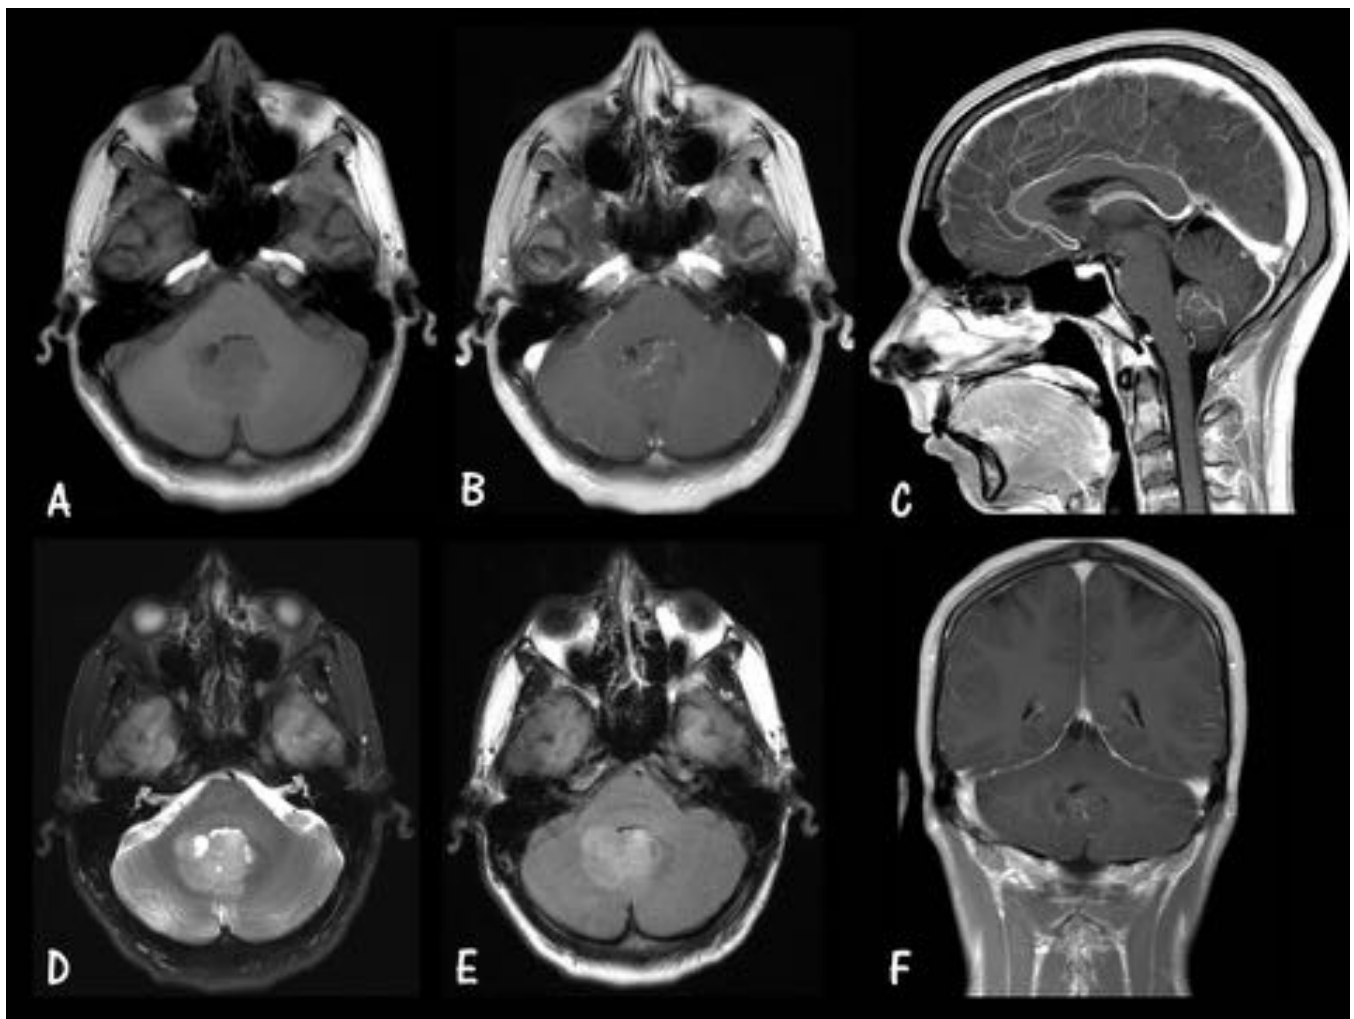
MB Subgrupo 3. Caso 1. A. Axial T1 sin GD. B. Axial T1 con GD. C. Sagital T1 con GD. D. Axial T2 FS. E. Axial FLAIR. F. Coronal T1 con GD. Masa dentro del IV ventrículo, de márgenes mal definidos, con áreas quísticas en su interior y realce heterogéneo tras la administración de CIV, compatible con MB subgrupo 3.
